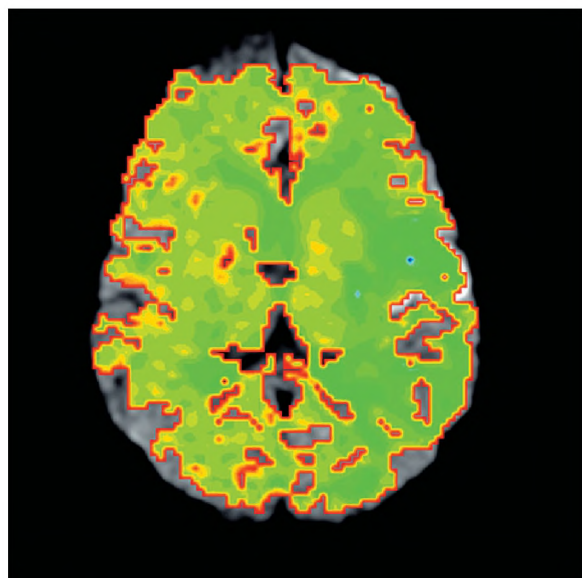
Fusion of DWI image and PWI map.
